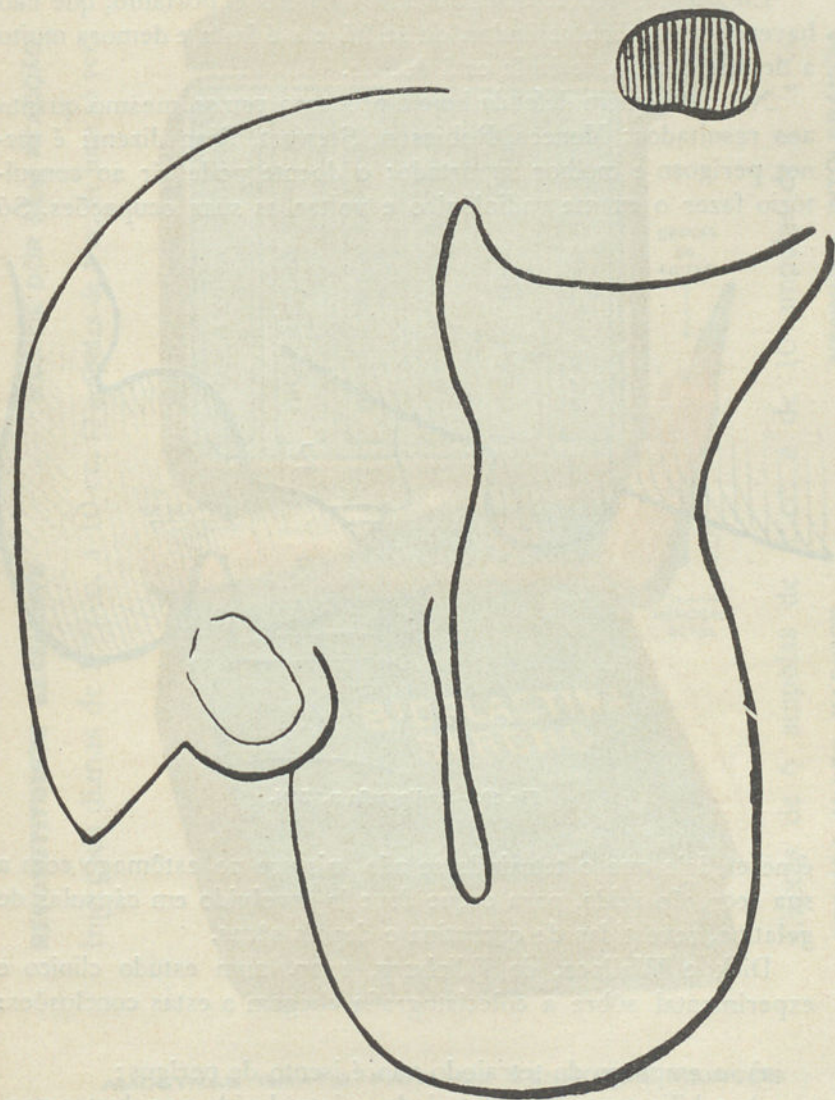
Radiografia n.º 2755.
